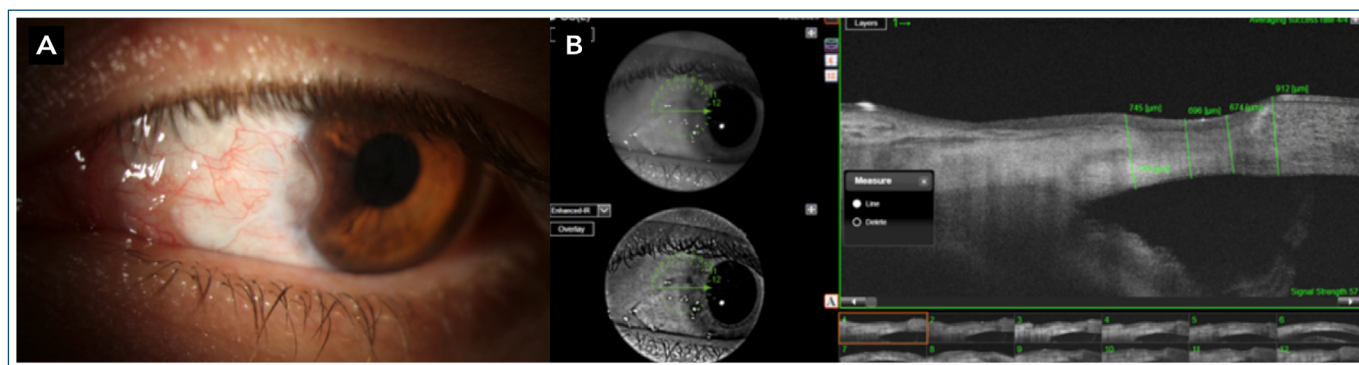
Olho esquerdo em fase cicatricial, mostrando *pannus* regularizado sobre a área previamente ulcerada, sem coloração à fluoresceína e com superfície corneana íntegra. A tomografia de coerência óptica do segmento anterior evidencia espessura corneana entre 606 e 674 µm, com restauração do contorno estromal e ausência de afinamento residual.
